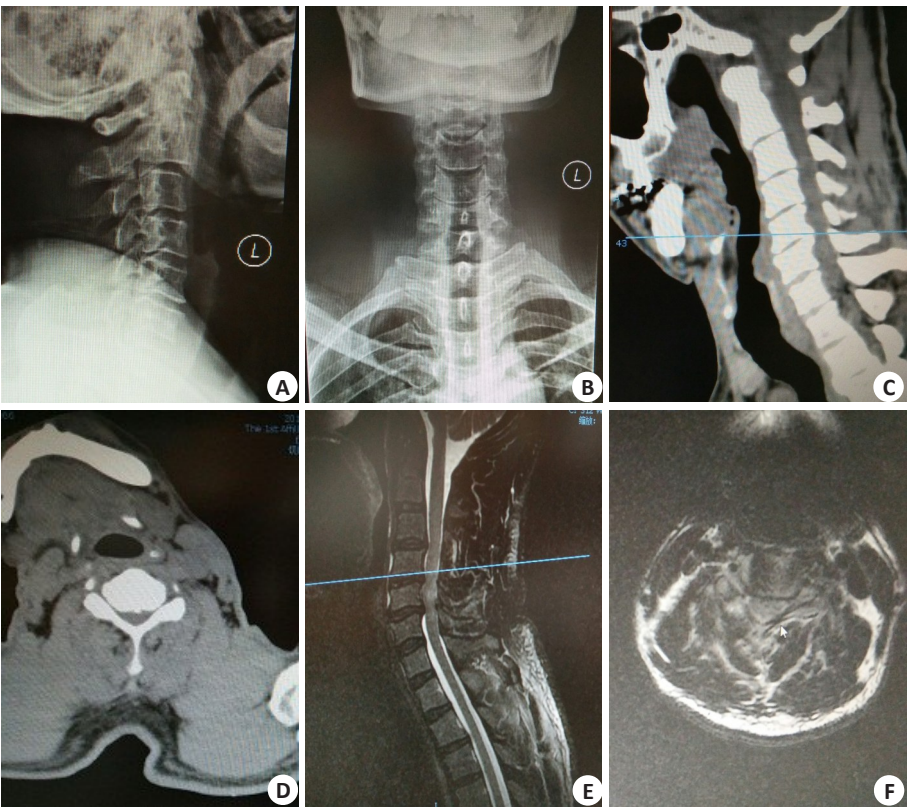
56岁男性患者,C5、C6椎体骨质增生致慢性SCI的术前DR、CT及MRI表现
